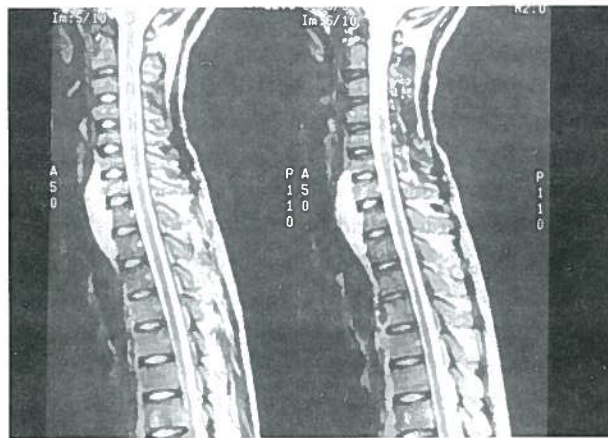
RM cervical: sequência ponderada em T2 mostra alteração da morfologia e intensidade do sinal de C7 com abscesso adjacente.
